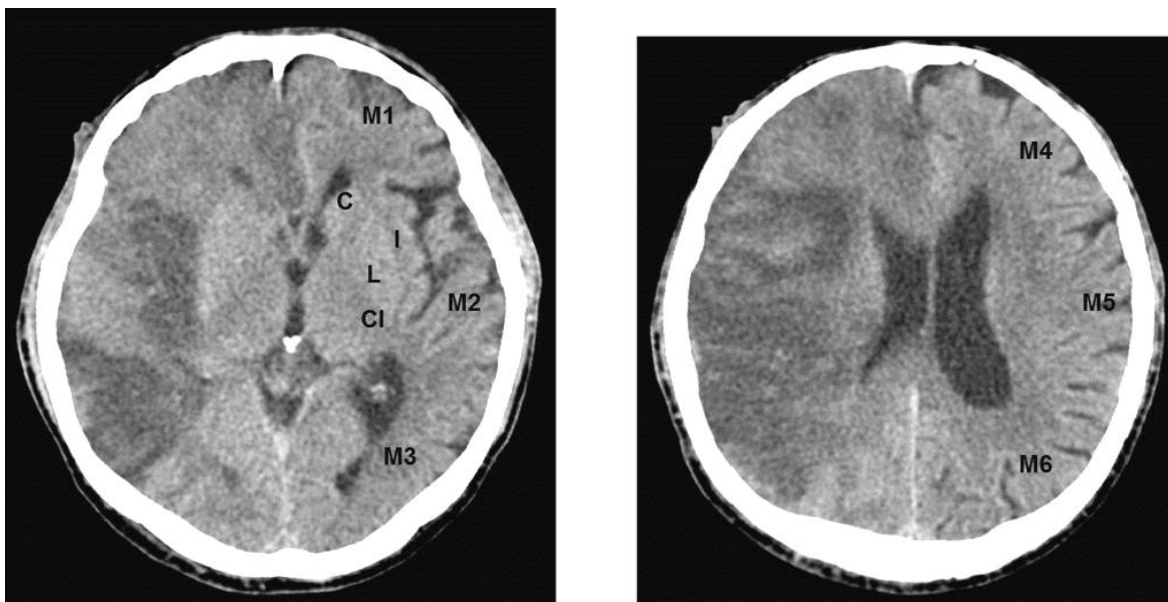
ASPECTS. Se señala con letras blancas las áreas del score de ASPECTS, además de evidenciar un área de hipodensidad corticosubcortical correspondiente al territorio vascular de la ACM derecha con transformación hemorrágica. Caudado (C) , núcleo lenticular (L), cápsula interna (CI), Cinta insular (i), regiones corticales (M1 a M6). Imagen archivo F.C.I
